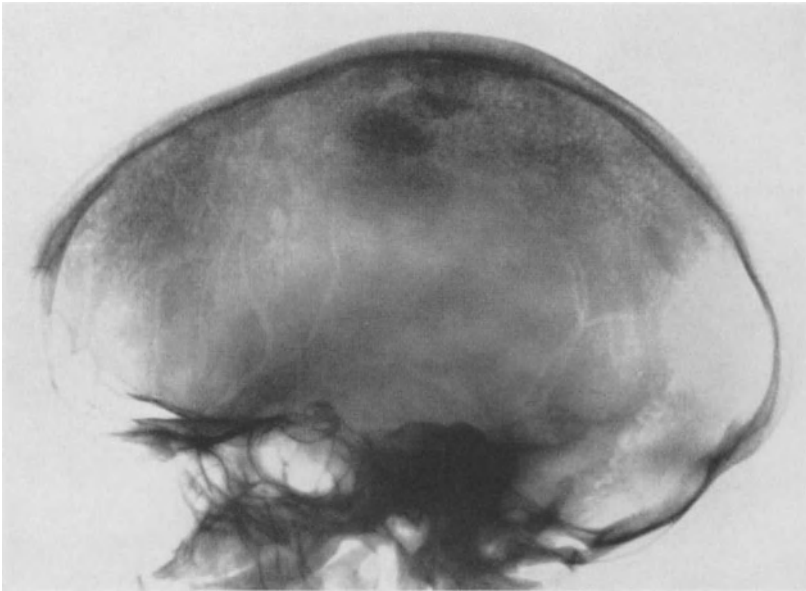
Röntgenbild des Schädels. Deutliche Zunahme der Verkalkungen (vgl. Abb. 91).
